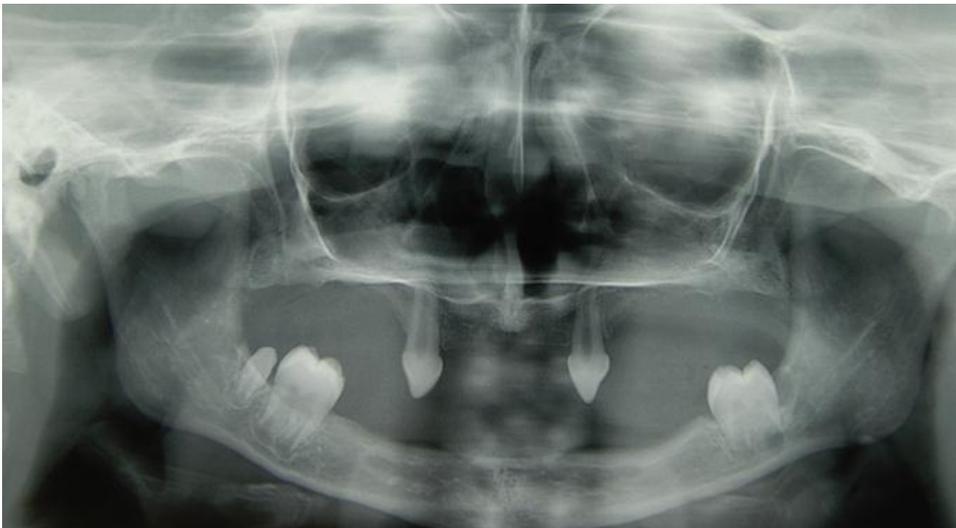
Radiografia panorâmica confirmando a anodontia parcial, evidenciando a deficiência de rebordo alveolar.
